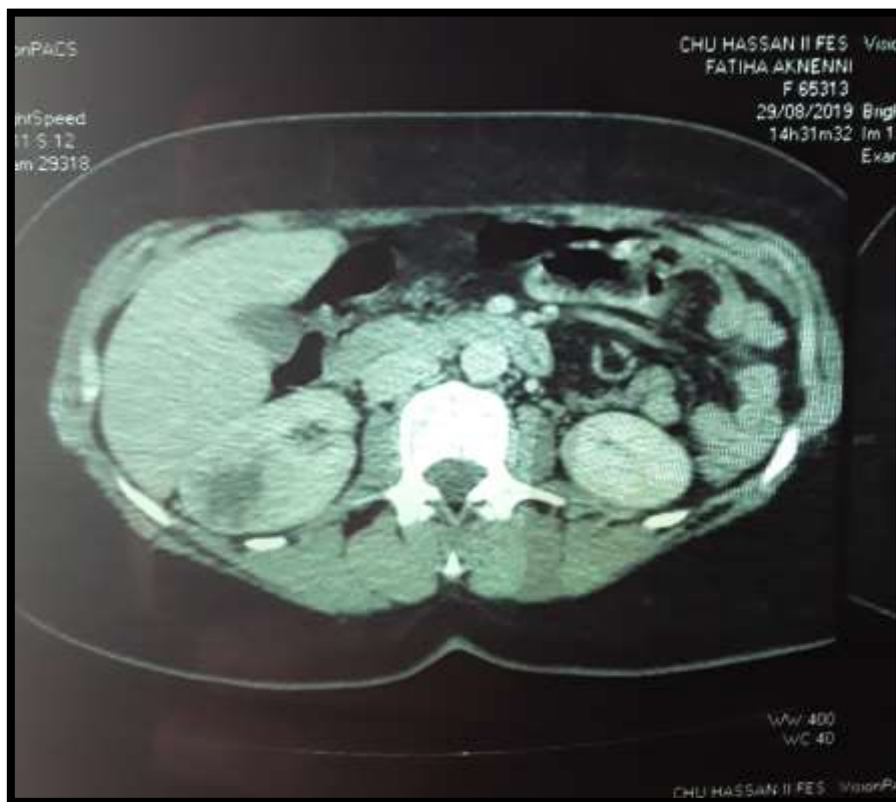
TDM abdominal montrait une Masse rénale droite de 6 ,5 cm contenant une composante tissulaire hyper-vascularisée et une zone centrale nécrotique.
